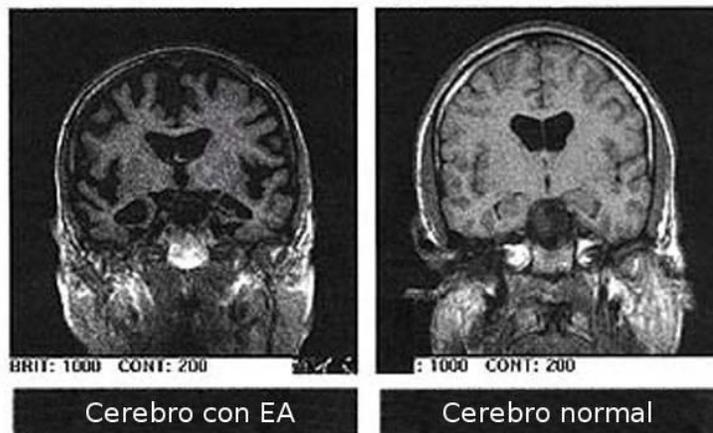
Tomografía computarizada de cerebro con Alzheimer (Bradley, W., y colaboradores, 2010).
